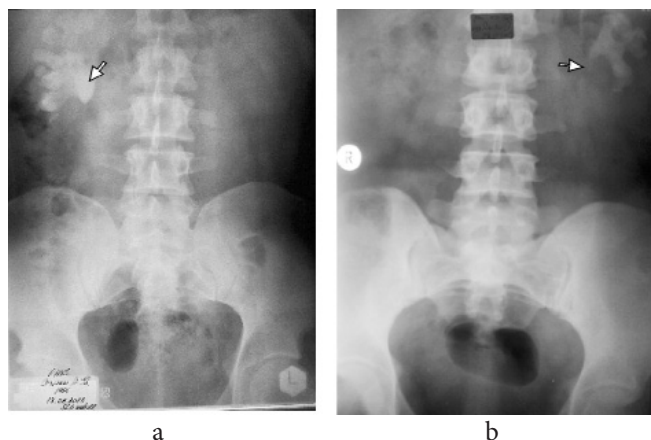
Radiografie renovezicală simplă: calcul coraliform pe dreapta (a) și calcul coraliform pe stânga (b).
